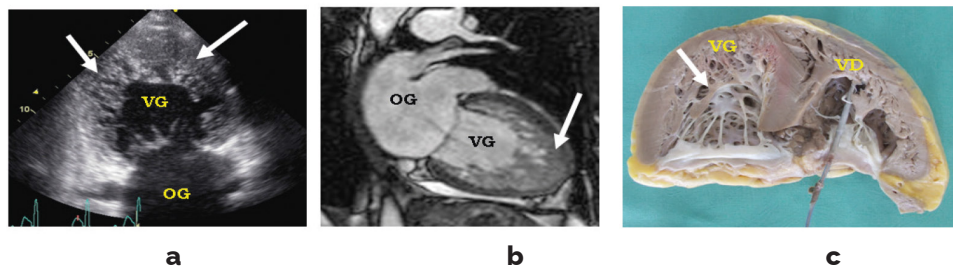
Forme typique de NCVG : apports de l'échographie (a), de l'IRM cardiaque (b) chez un patient atteint de NCVG, avec comparaison avec l'anatomie du coeur explanté après greffe cardiaque (c)
